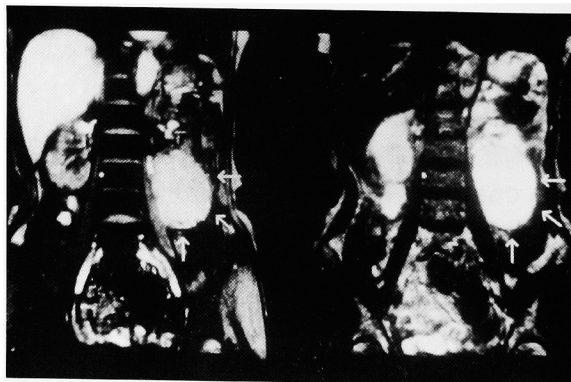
MR-CT shows a coronal plane of the retroperitoneal tumor (left; T1-weighted, right; T2-weighted enhanced) (Case 2).
